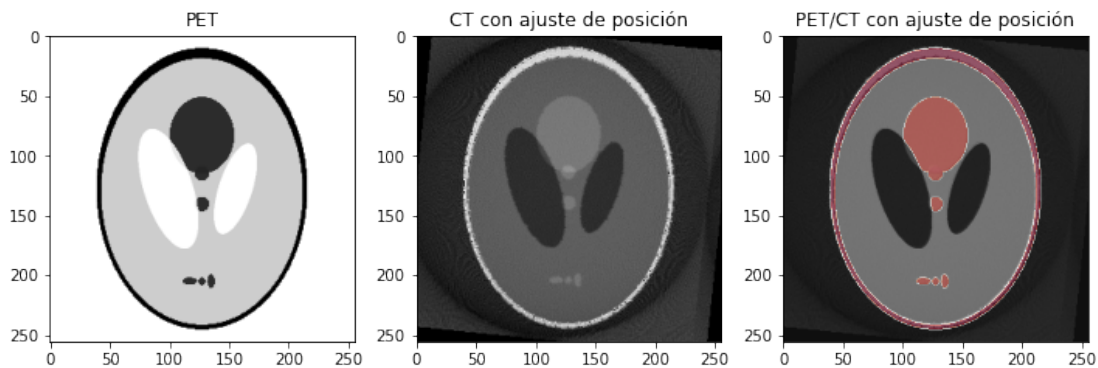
Imagen de PET/CT con ajuste de posición
